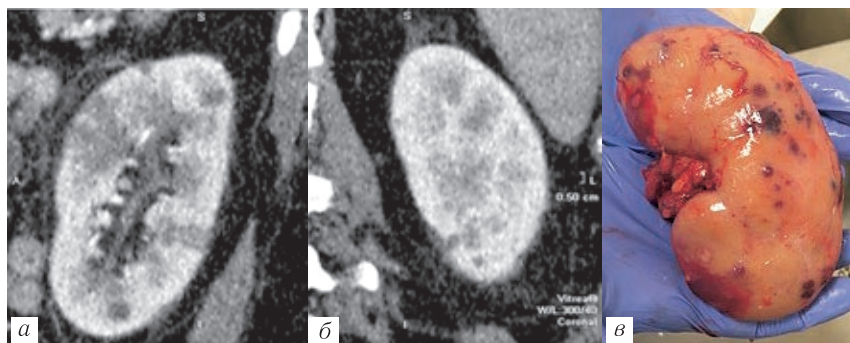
а* — МСКТ с внутривенным контрастированием.
